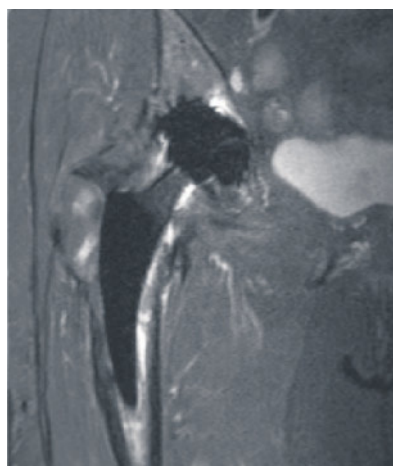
MARS-MRT (Metal artefact reduction sequences) des rechten Hüftgelenks bei PPI und Prothesenlockerung.
